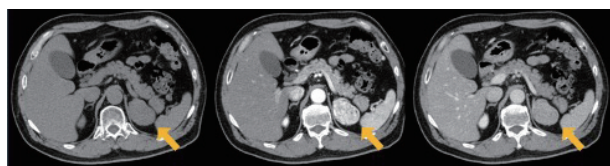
Axial image of enhanced abdominal computed tomography showing a well-defined, oval-shaped, isodense mass in the left adrenal gland, which is enhanced in the early phase and washed out in the late phase
